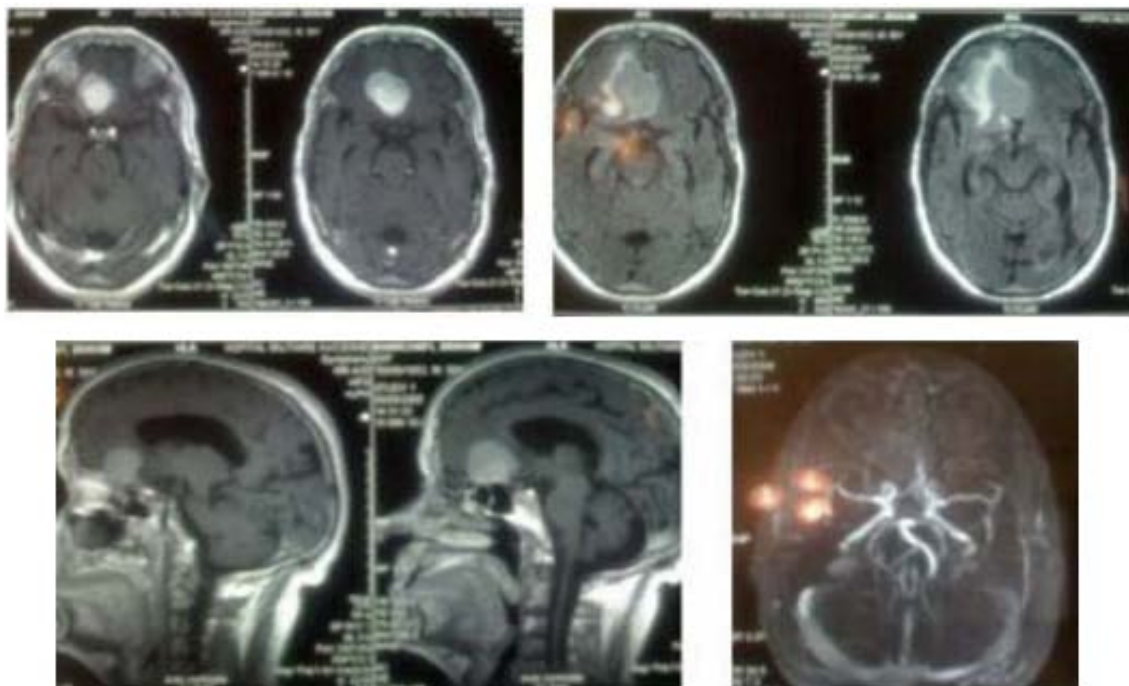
IRM cérébrale du patient porteur de méningiome de l'olfactif. [202]
